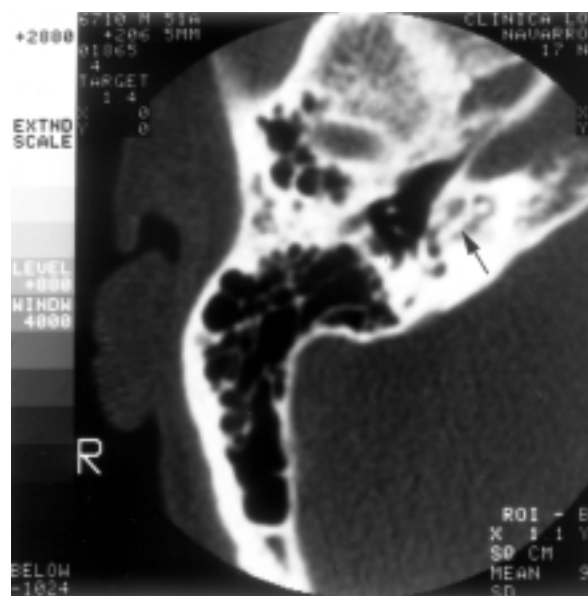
Corte axial de TC que muestra osificación de la vuelta basal de la cóclea en paciente con otoesclerosis coclear (flecha).
